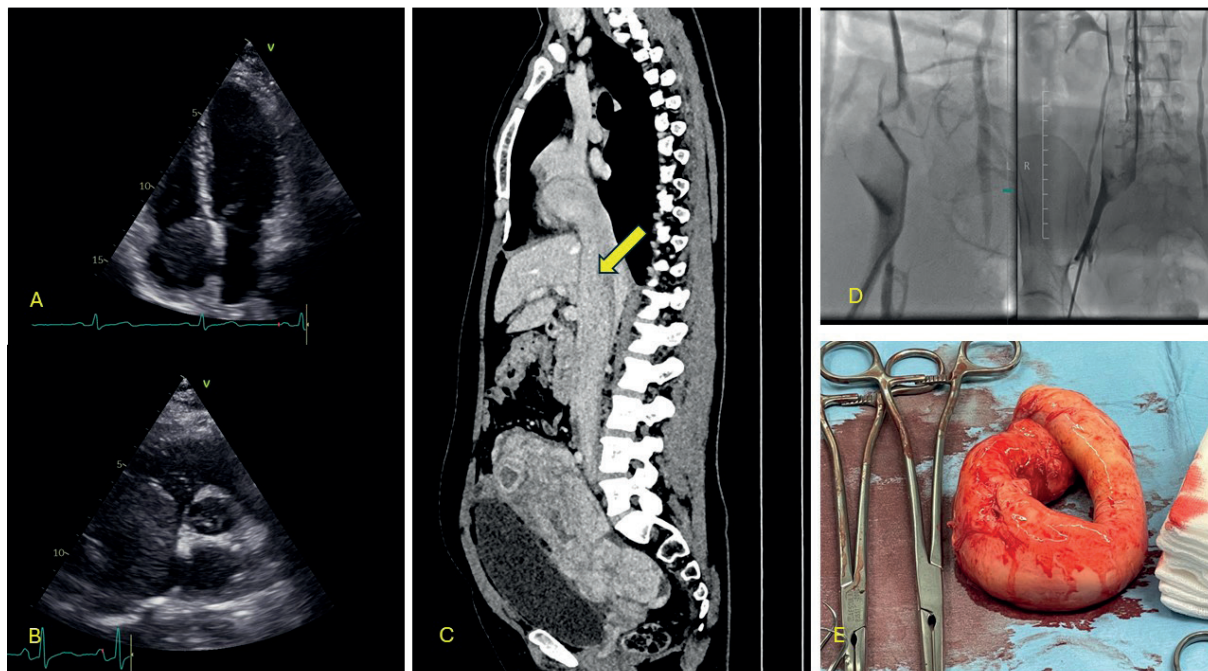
Cardiac ultrasonography showing solid, hyperechoic mass that measured 37×28 mm (A, B). MRI showing pathological masses originating in the pelvic cavity penetrating into the heart (C). Right femoral access angiography and tumour biopsy (D). Surgically removed leiomyomatosis that had been located in the IVC and involved right atrium (E)
